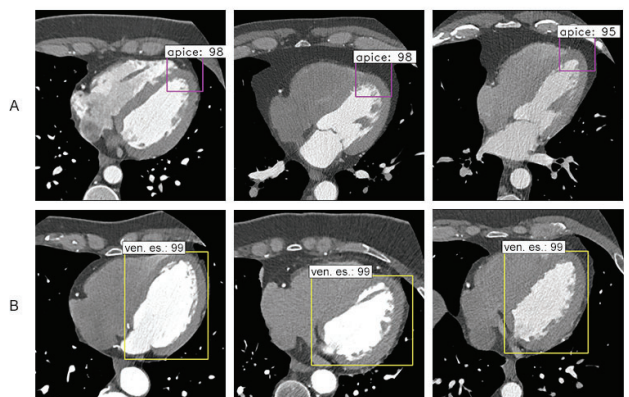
Example of detected in CT images. A) Apex detection B) LV detection
